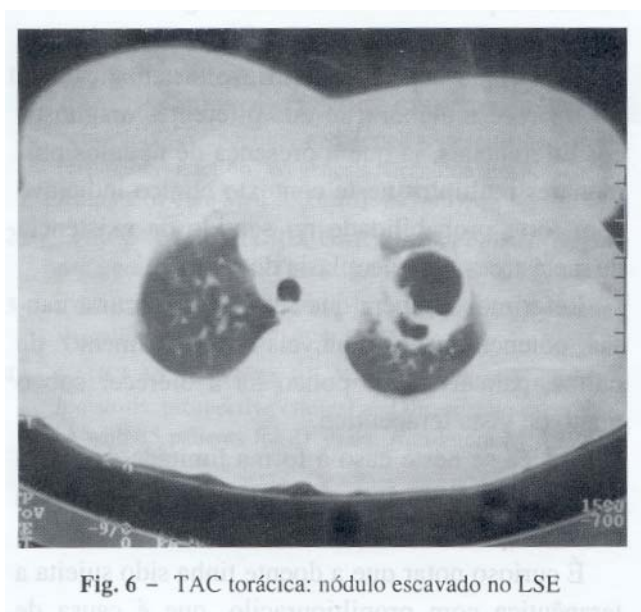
TAC torácica: nódulo escavado no LSE
